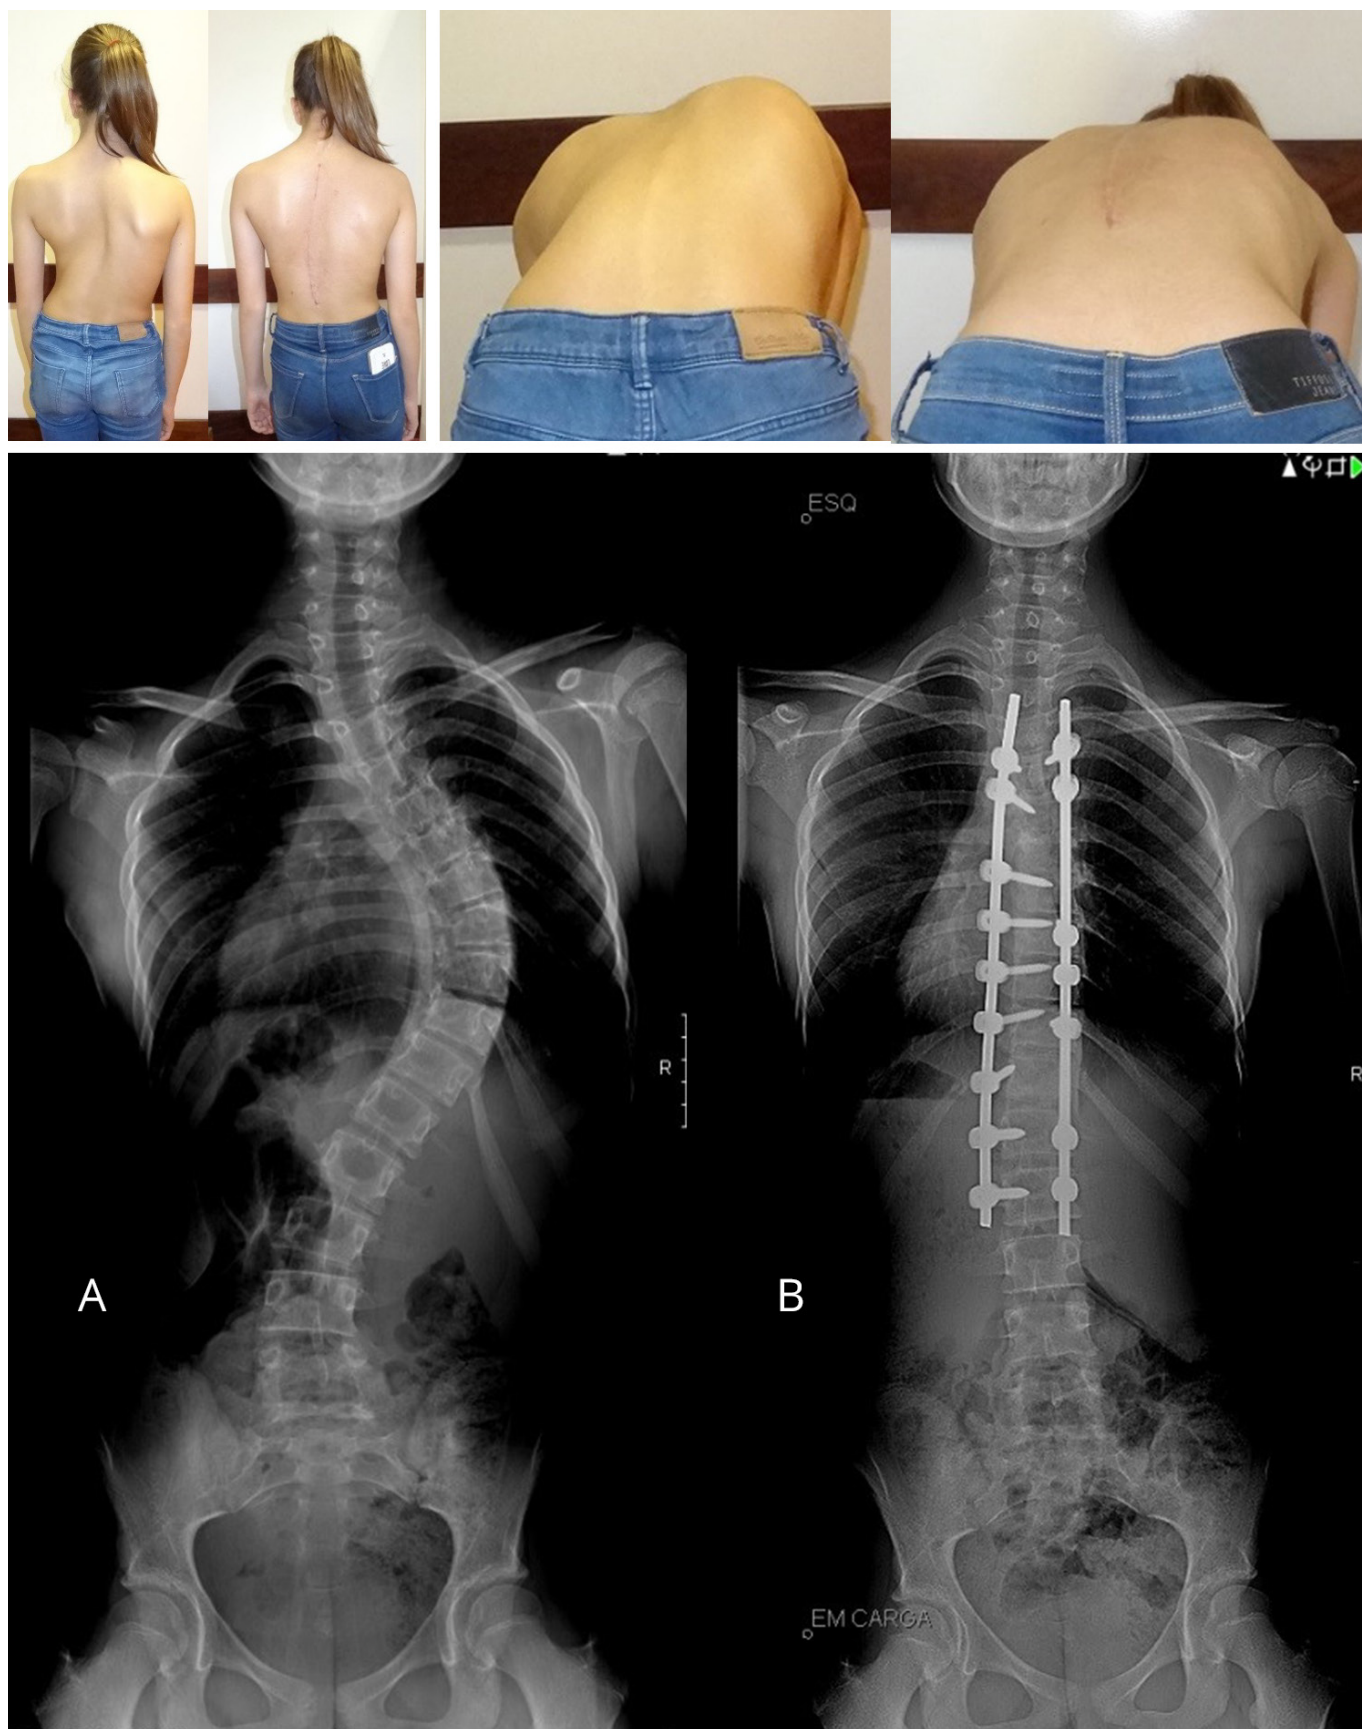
Imagens da deformidade escoliótica, do teste de Adams e das radiografias extralongas no pré (A) e pós-operatório (B) em cirurgia de correção de escoliose idiopática torácica do adolescente.
